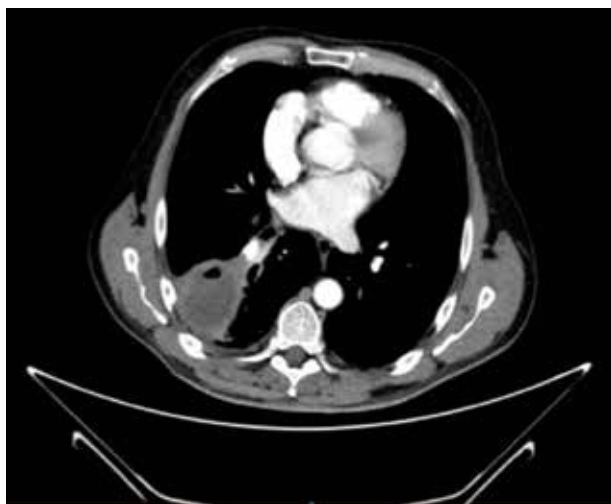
Corte de TC de tórax en la que se aprecia una lesión cavitaria de 5,5 x 5,1 cm, de contenido líquido, y con un nivel hidroaéreo.
